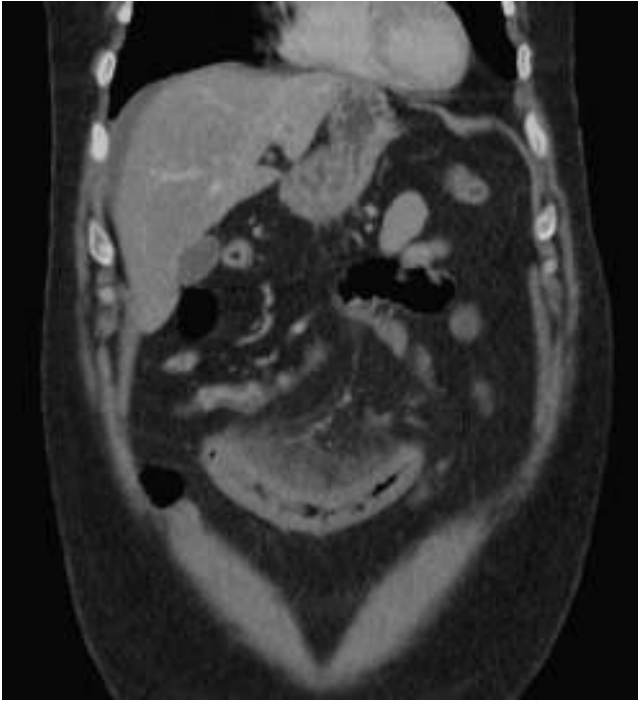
Imagen de tomografía computarizada. Se aprecia líquido libre, congestión de asa de intestino delgado y rarefacción de grasa mesentérica.
